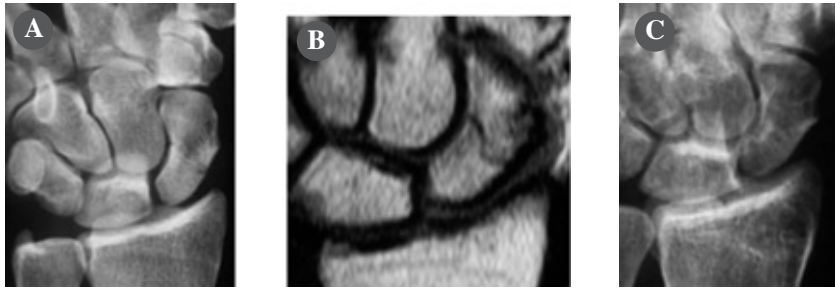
A) Frattura trasversa al 3° medio dello scafoide carpale destro, in paziente di 33 anni, informatico. B) La RM mostra fattori prognostici favorevoli alla stimolazione biofisica dell'osteogenesi. L'uso del tutore modulare di polso e 1° raggio consente al paziente di scegliere se applicare il sistema capacitivo di giorno o di notte per 8-10 ore, e di proseguire, anche se con una certa limitazione, l'attività lavorativa di informatico. C) L'esame radiografico ad 1 mese consente di concedere, anche per l'attività svolta dal paziente, la ripresa della mobilizzazione attiva e l'attività lavorativa. Il paziente non esegue più alcun radiogramma di controllo, confortato dall'assenza di alcun disturbo e dal recupero completo dell'escursione articolare in 30 gg. La RM viene richiesta a distanza di 6 mesi per valutare il segnale biologico a livello dell'osteogenesi.
